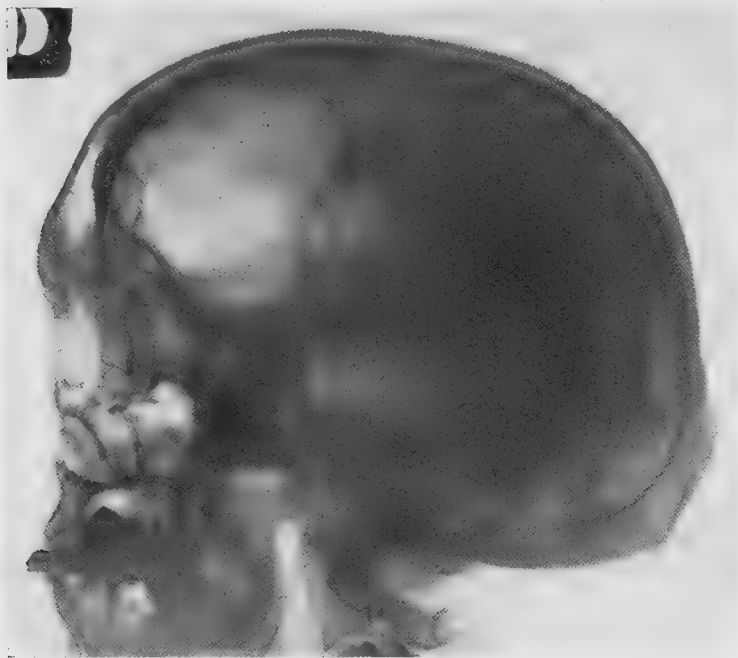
Radiographie de profil montrant la poche gazeuse du lobe frontal et le ventricule latéral injecté.
